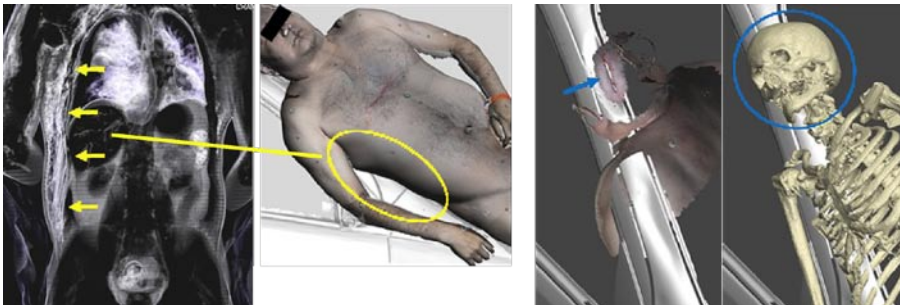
Auf dem CT-Bild links sind die inneren Verletzungen des Rumpfes ersichtlich. Diese Verletzungen sind durch den Aufprall der rechten Rumpffseite gegen die A-Säule erklärbar. Die Kopfverletzung stammte ebenfalls vom Aufprall mit der A-Säule.
